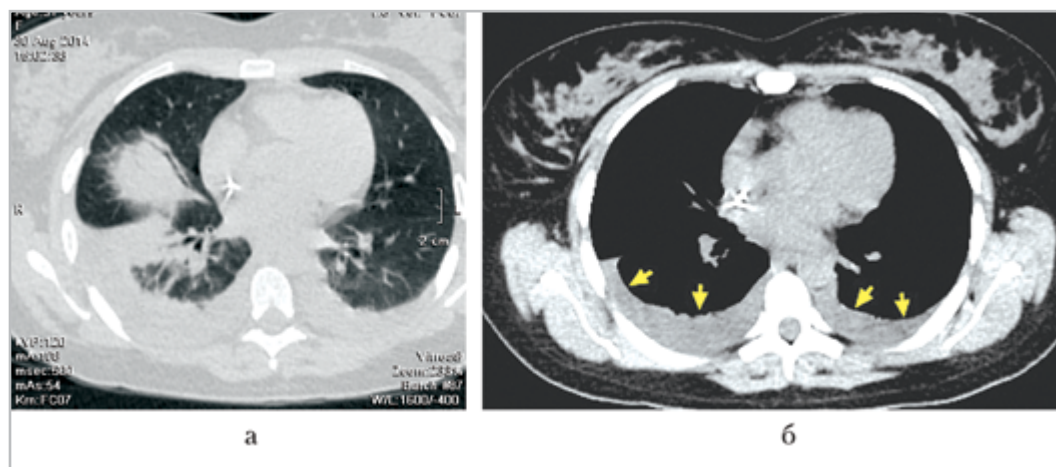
Компьютерные томограммы грудной клетки в аксиальной проекции: *а* — легочное окно; *б* — средостенное окно. Отмечаются гиповентиляционные, ателектатические изменения, преимущественно в заднебазальных отделах правого легкого (белые стрелки) небольшое количество свободной жидкости в плевральных полостях (желтые стрелки)
